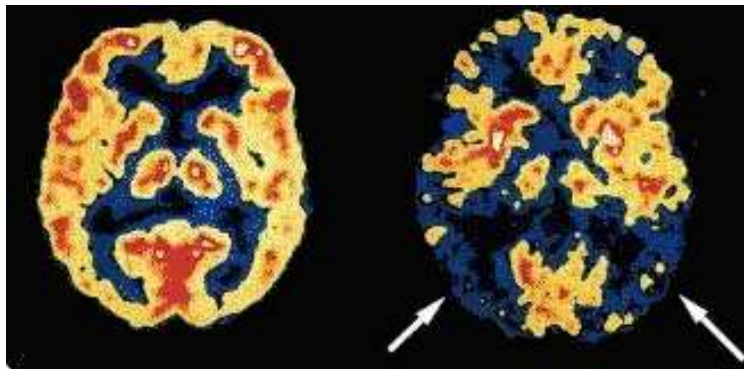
Tomographie cérébrale par émission de positons au FDG
